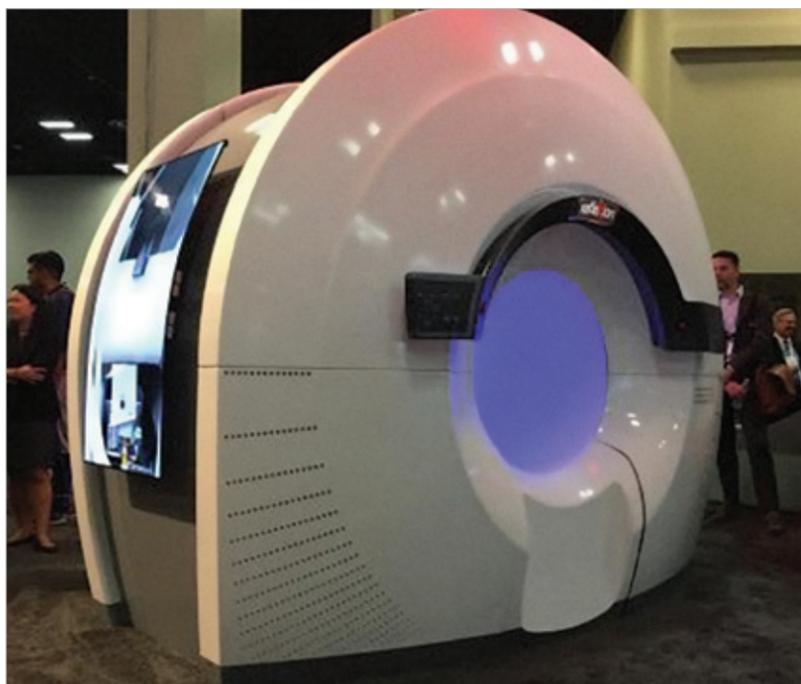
Appareil de traitement intégrant un appareil de tomographie par émission de positrons et un accélérateur linéaire.
